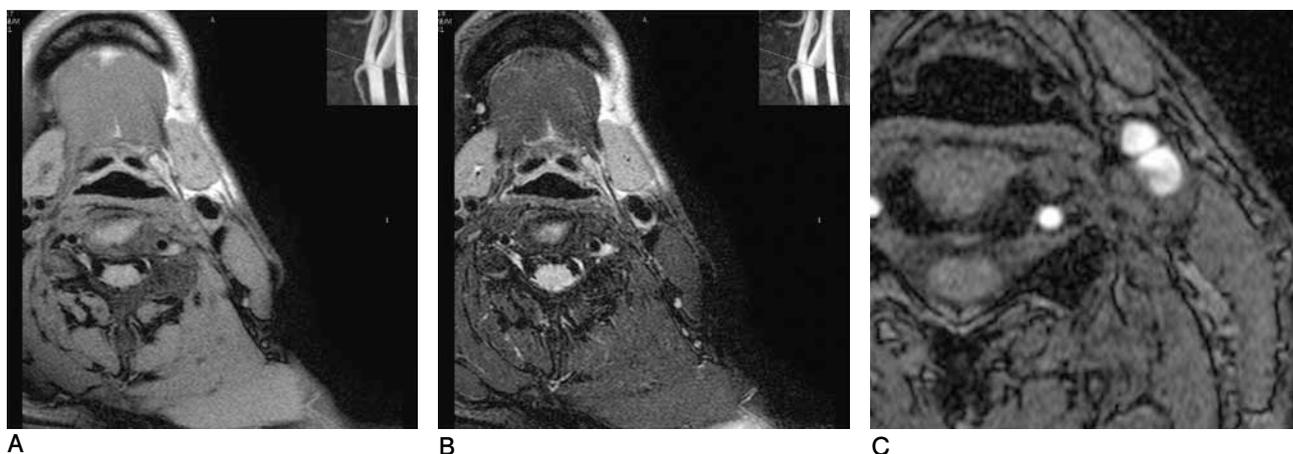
Black-blood MRI of the carotid plaque
